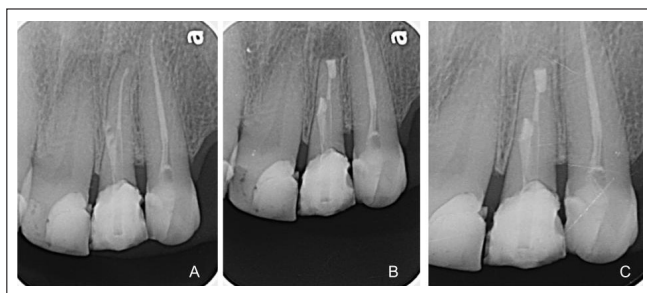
Radiografías de diente 2.2: A: En la evaluación inicial. B: inmediatamente posterior a tratamiento. C: control de los 8 meses.
